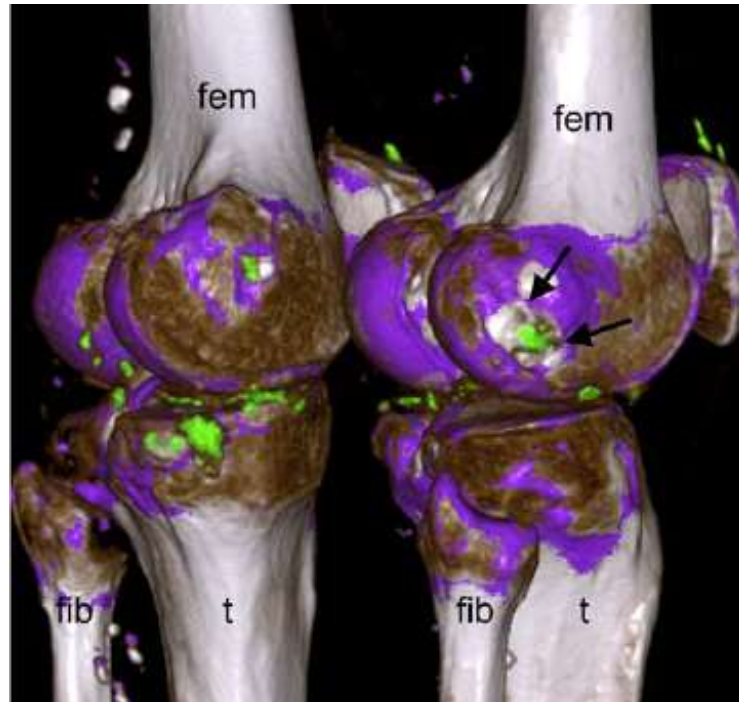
Il tendine popliteo può essere individuato come una depressione ossea a livello della regione postero-laterale del condilo laterale del femore. I depositi di urato monosodico sono evidenziati in verde. Legenda. DECT: dual energy computed tomography; fem: femore; fib: perone; t: tibia.
